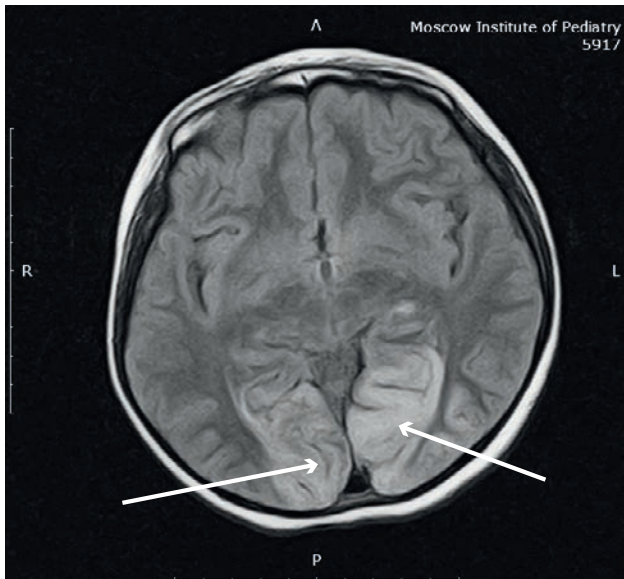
МРТ головного мозга больной С., аксиальная проекция, режим FLAIR.
